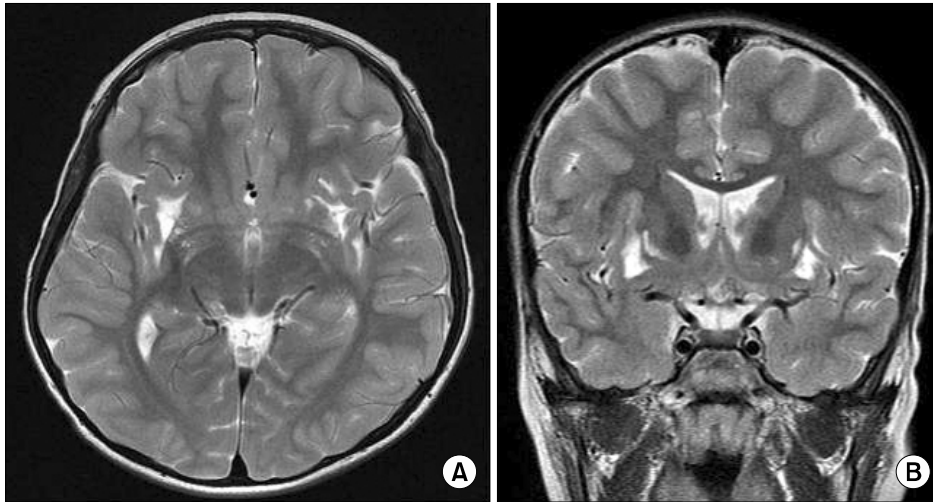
(A) Axial T2-weighted image shows thinning of the cortical gray matter of both temporal lobes associated with prominent Sylvian fissures. (B) Coronal T2-weighted image demonstrates focal increased signal intensity in the both sides of external capsules.
